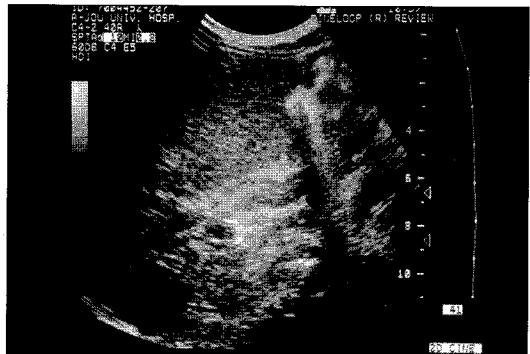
(Case 3) This abdominal ultrasonogram shows a 3.5 X 1.5cm sized mass with soft tissue density in the common hepatic duct.
